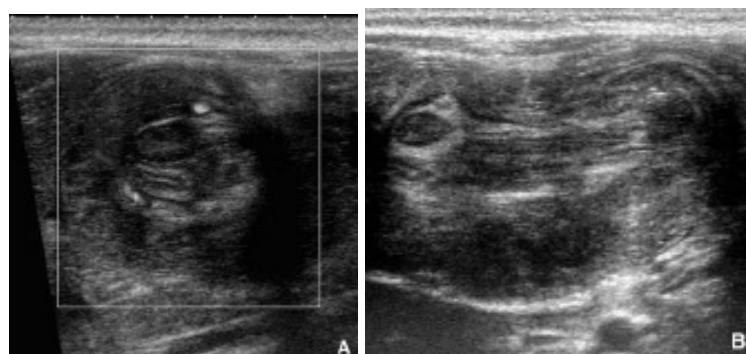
Aspect échographique d'une invagination iléo-colique
